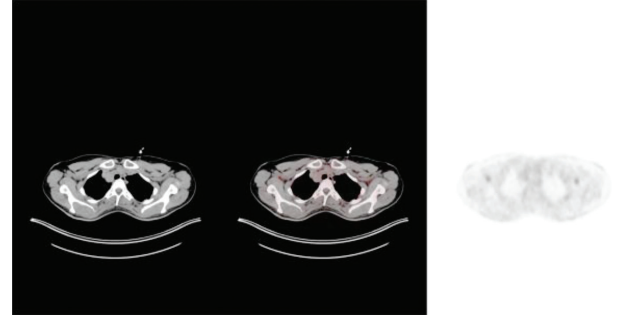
F-18-FDG PET/BT aksial görüntüleri
